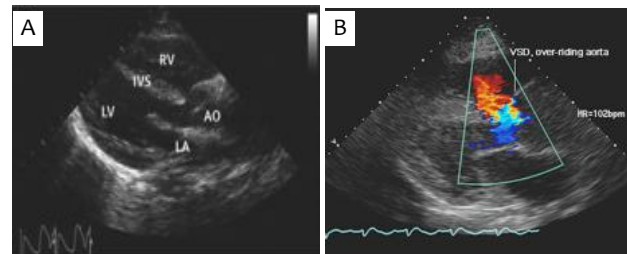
Échocardiographie postnatale
